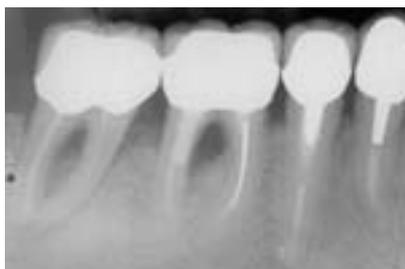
Röntgenbild 46/47.
